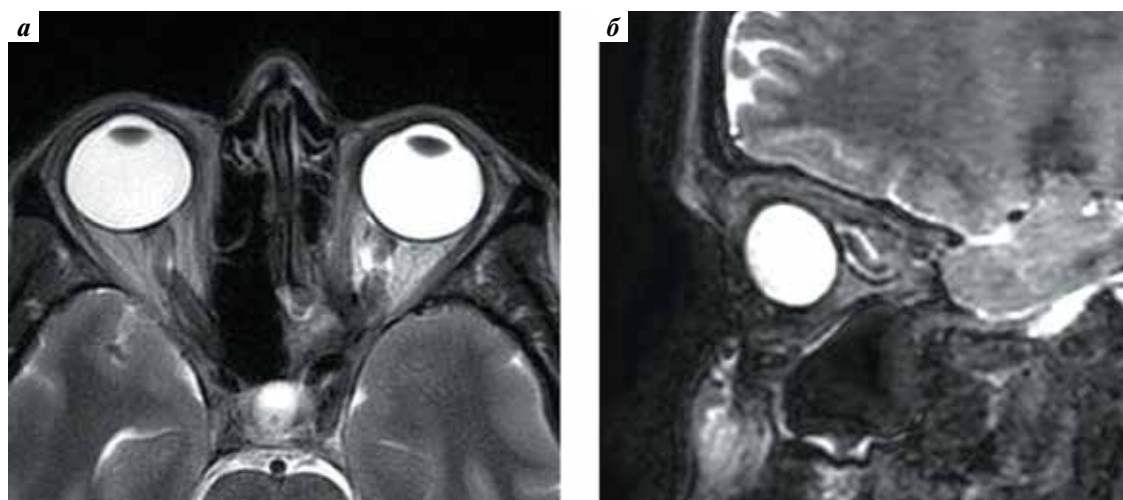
Магнитно-резонансные томограммы пациентки С. в режиме T2 через 3 мес после удаления кавернозной гемангиомы вершины левой орбиты: а – аксиальная проекция; б – сагиттальная проекция
